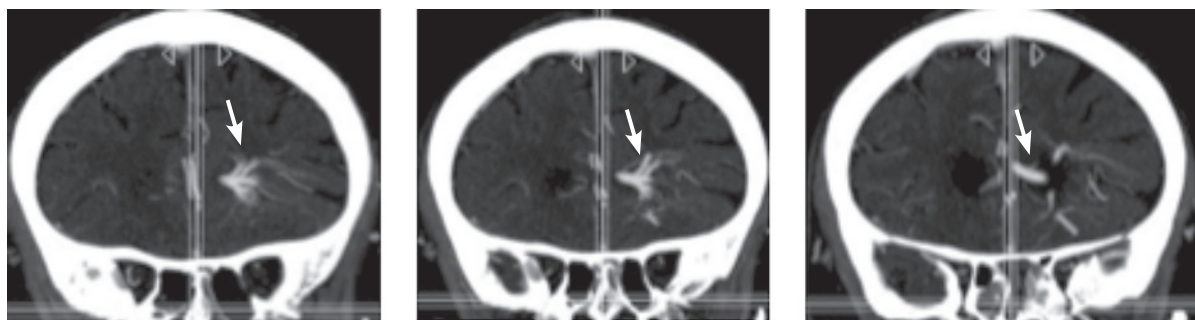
МСКТ сосудов головного мозга. Стрелкой указана венозная ангиома, дренирующаяся в субэпендимальную вену
